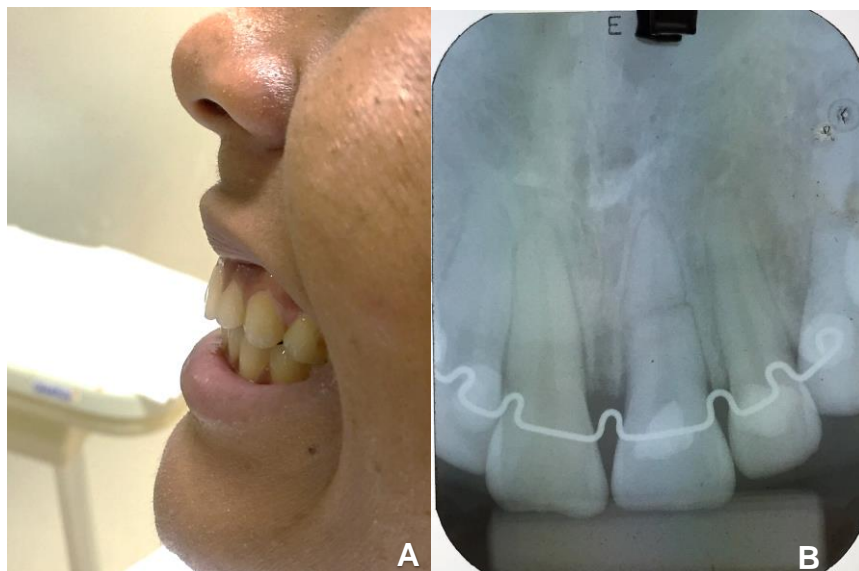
A- Vista lateral esquerda. B- Radiografia periapical da região de incisivos superiores
